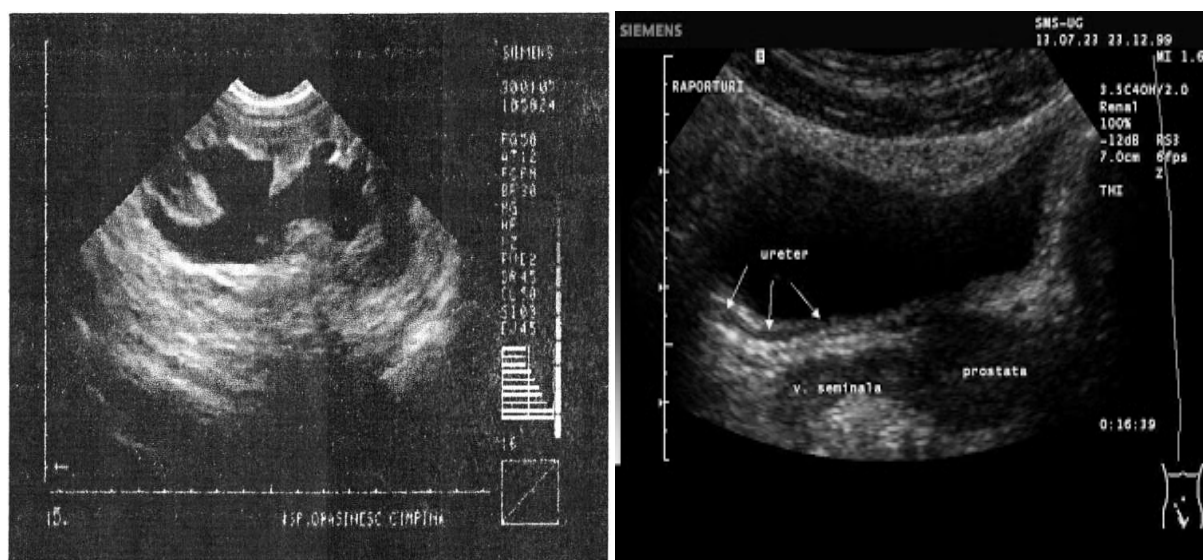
Ecografie abdominală. Ureterohidronefroză gr.III pe stânga, pe dreapta semne indirecte de stenoză ureterală pelvină
